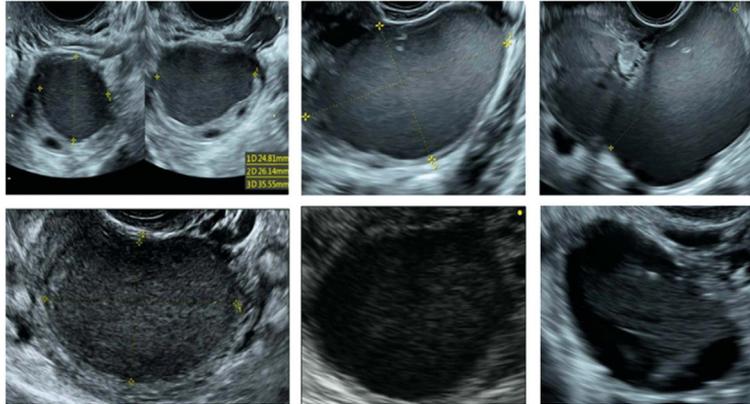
Imagens em escala de cinza de endometriomas ultrasonográficos típicos: cistos uniloculares com conteúdo em vidro fosco dentro do ovário.²⁵
